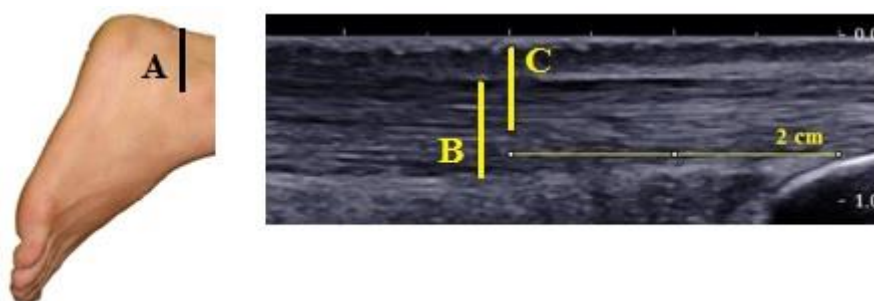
Estimativa do BM do TC:  $BM = \text{distância A} - \text{distância C}$  (A: distância entre o maléolo lateral e a pele; B: espessura do TC; C: distância entre a pele e a metade da espessura do TC)
